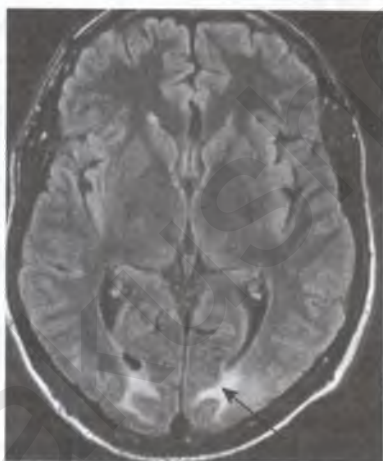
Женщина, 34 года, которая поступила в тяжелой преэклампсии с беременностью 34 нед, найдена в ванной стационара в состоянии коллапса. Она выглядела как после судорог, и предположили, что она перенесла эклампсические судороги. Для подтверждения диагноза выполнена магнитно-резонансная томография: а — на данном FLAIR-изображении видно усиление сигнала (отмечено стрелками) вследствие отека подкоркового белого вещества головного мозга в затылочных долях. Если бы изменения были результатом инфаркта, усиление сигнала было более выраженным; б — на этом FLAIR-изображении, выполненном в краниальном направлении, представлены отдельные изменения, отмечаемые при эклампсической энцефалопатии. Более выражены изменения в левой задней теменной доле (маленькая стрелка), отмечено менее выраженное усиление сигнала в белом веществе правой задней лобной доле (большая стрелка). FLAIR — подавление артефактов от кровотока методом обнуления момента градиента.
